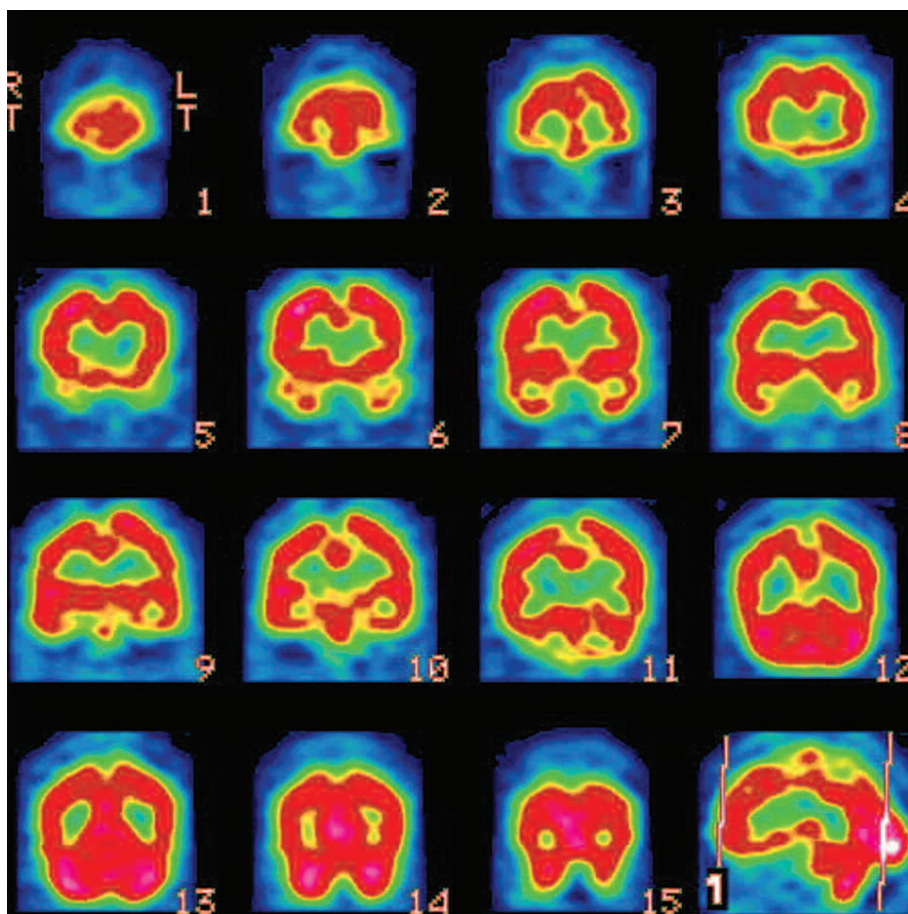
SPECT Cerebral, corte coronal, que demuestra hipoperfusión bifrontal basal.
